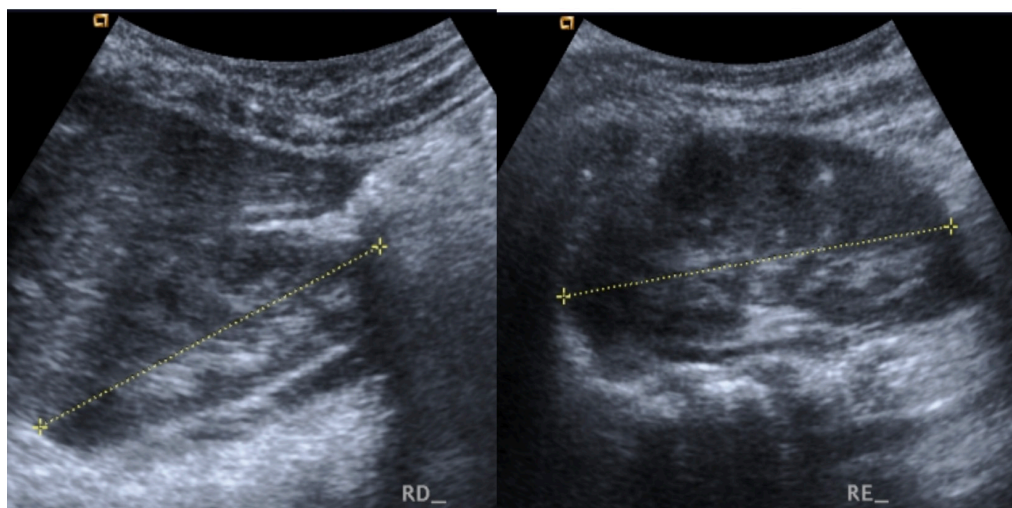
ecografia renal.
